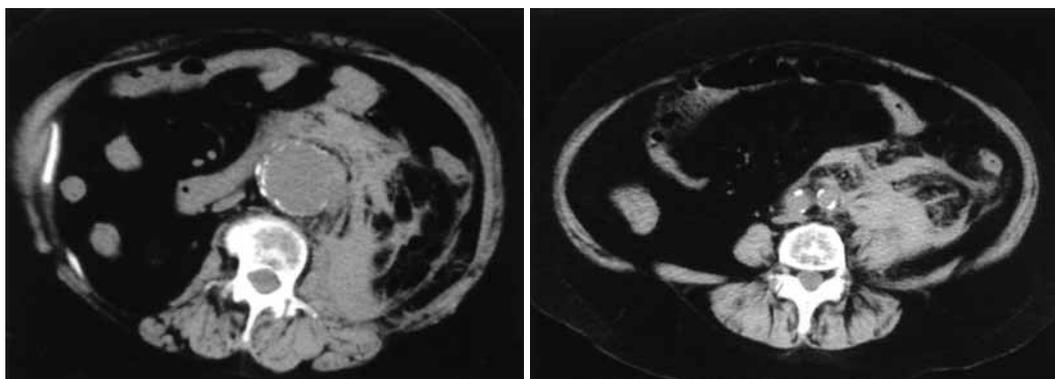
Abdominal computed tomography showed abdominal aortic aneurysm (max diameter 35 mm) and retroperitoneal hematoma.
